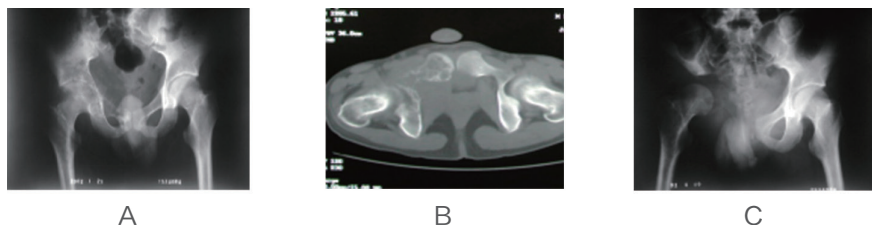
患者男性，25 岁，右骨盆骨肉瘤，行髋关节切除关节成形术。图 A、B 术前 X 线平片及 CT 显示肿瘤侵犯骨盆 II、III 区；图 C 术后 X 线平片显示肿瘤切除后进行旷置形成髌股假关节。
